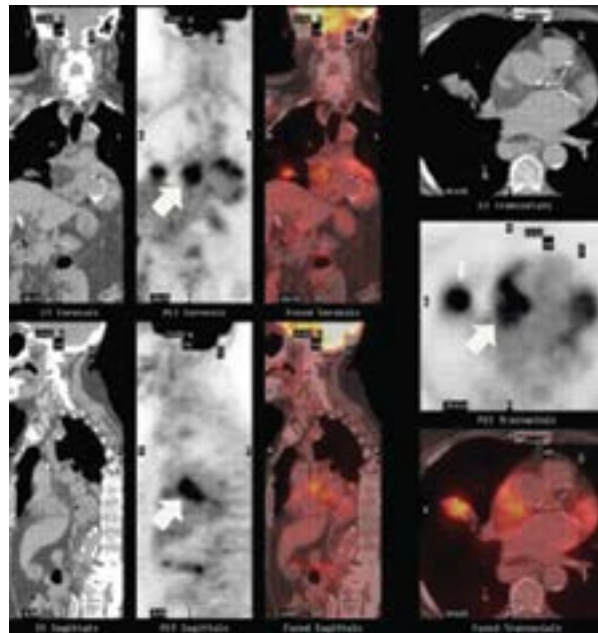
Композитні зображення ПЕТ/КТ, що демонструють гіперметаболічну ліпоматозну гіпертрофію міжпередсердної перегородки з відповідною тканиною з характеристиками ослаблення жирової тканини на трансмісійній КТ (*стрілки*). Гіперметаболічне злоякісне новоутворення легені, розташоване справа, видно неаксіально (*маленька стрілка*) [16]
